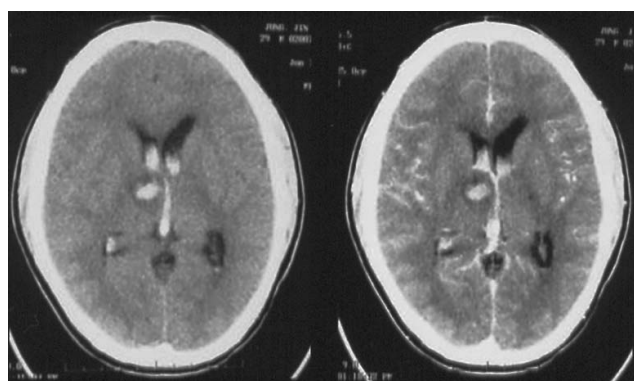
Computed tomography scan shows that intracerebral haemorrhage at right thalamic area and intraventricular haemorrhage.
